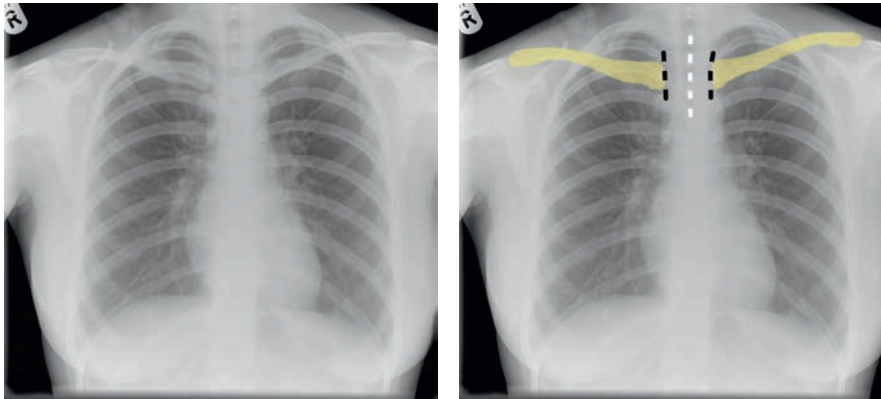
Рентгенограмма органов грудной клетки, полученная без ротации. Ключицы отмечены желтым, а медиальные концы ключиц — черными пунктирными линиями. Остистые отростки верхних грудных позвонков отмечены белой пунктирной линией. Эта линия располагается на середине расстояния между медиальными концами ключиц, т. е. рентгенография выполнена без ротации.
